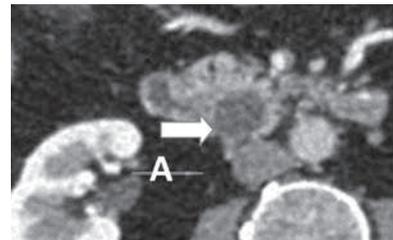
МСКТ с внутривенным контрастированием (А – кистозное образование головки ПЖ. В периферических отделах каудальной части головки ПЖ однокамерная кистозная опухоль, прилежащая к стенке терминального отдела холедоха)
